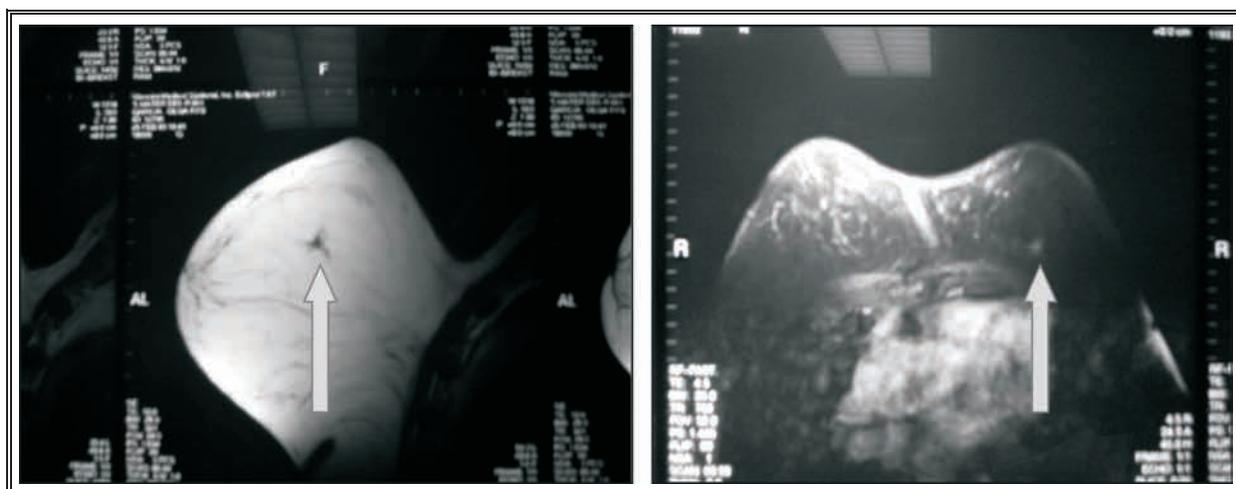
RMN (enero de 2003): Imagen de bordes irregulares de 6 mm en hora 12 de mama izquierda. Ganglio de 1,5 cm.
